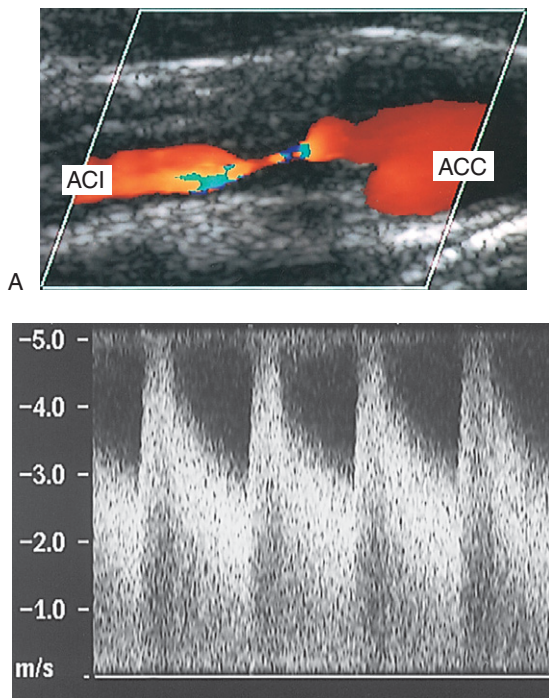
A: Das Farbdopplerbild zeigt eine verengte proximale ACI. B: Das aus der Verengung abgeleitete Dopplersignal zeigt eine signifikante Geschwindigkeitszunahme (systolische Spitzengeschwindigkeit 500 cm/s, enddiastolische Geschwindigkeit 300 cm/s) mit erhöhter Spektralverbreiterung, die auf eine signifikante Stenose schließen lässt (Durchmesserverringern > 80%).
